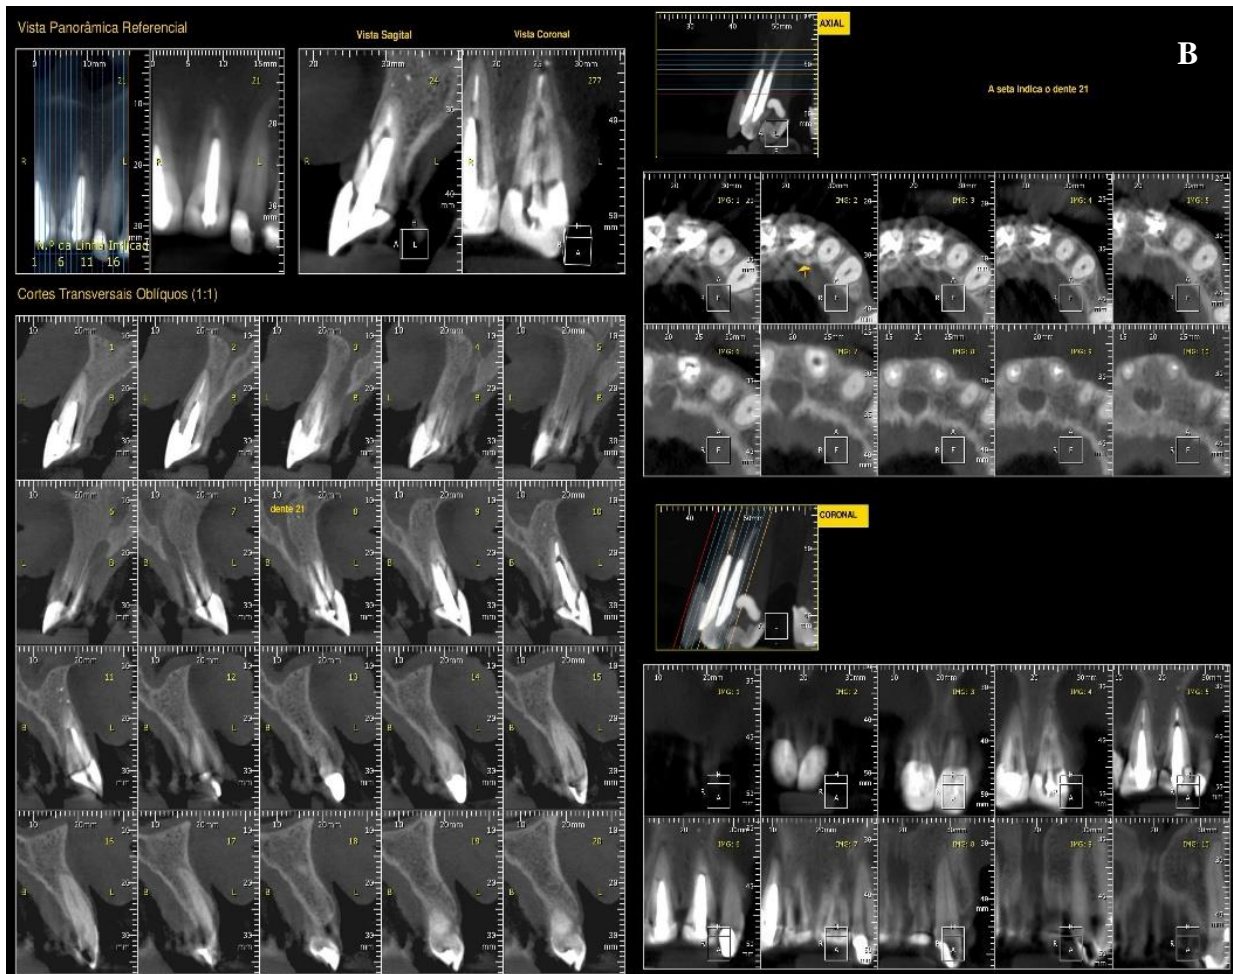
Imagens radiográficas e história clínica de um caso. (A) Radiografia periapical, (B) cortes tomográficos. História clínica: “Paciente, sexo masculino, 50 anos de idade, procurou por atendimento odontológico no seu consultório para avaliação do dente 21. O paciente não relatou alterações sistêmicas na anamnese. A gengiva apresenta-se nos padrões de normalidade e a profundidade de sondagem periodontal apresentou 3mm em todas as faces. A coroa dental possui uma prótese fixa e presença de retentor intrarradicular. A procura ao atendimento deveu-se a sensibilidade ao toque no dente 21. O paciente informou que em 2015 “jogando bola bateu a boca” e realizou o tratamento endodôntico no dente 21, 6 meses após o trauma. Durante os testes semiotécnicos foi observado sensibilidade à percussão vertical e horizontal. O paciente não apresentou edema e dor à palpação apical. O dente não apresenta mobilidade e presença de fístula por vestibular”.
